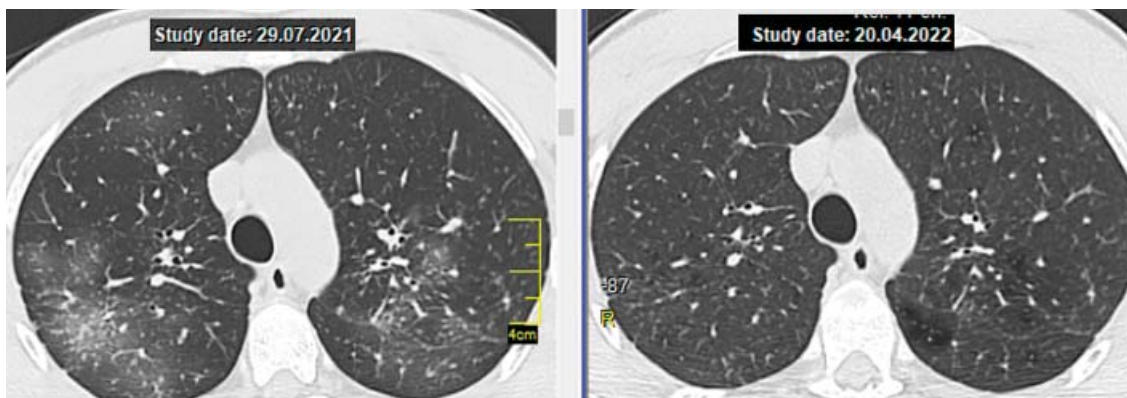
КТ ОГП пацієнта Х. на рівні дуги аорти до та після 4 міс комбінованої терапії МТХ та ГХ: відновилися прозорість легень — зникли ділянки «матового скла», зберігаються небагаті щільні мікровузлики як наслідок фіброзу.
